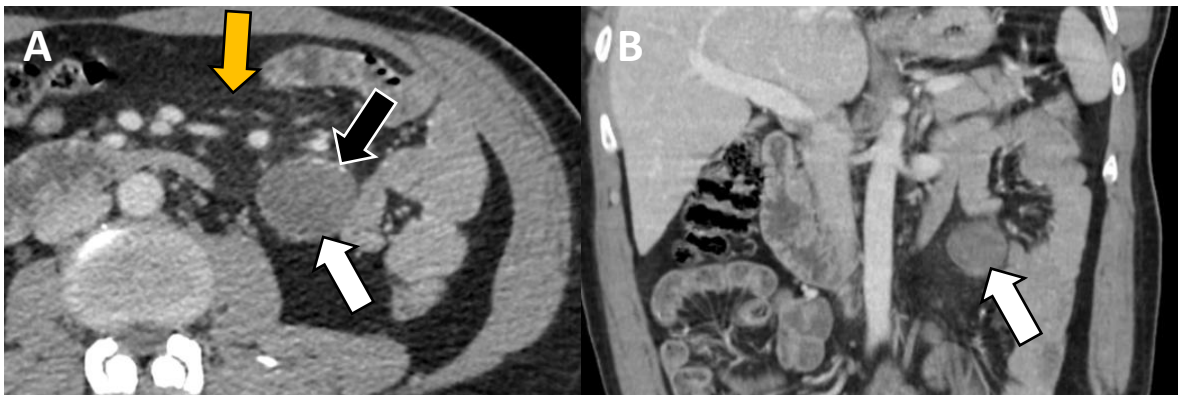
(A) TC axial portal y (B) coronal, muestran lesión nodular, bien definida quística (*flecha blanca*), con fina calcificación periférica (*flecha negra*), en el mesenterio del intestino delgado. Junto a paniculitis mesentérica (*flecha naranja*).
